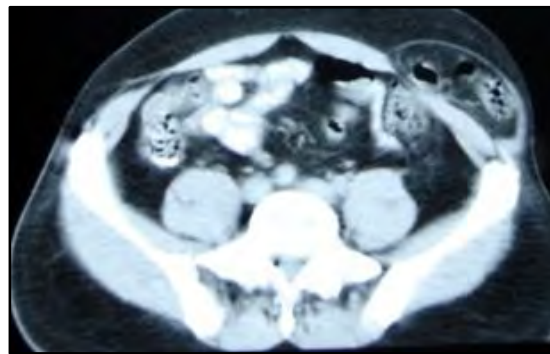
TAC abdominal. Se observa voluminosa hernia de Spiegel, la pequeñez del orificio y el contenido intestinal.
